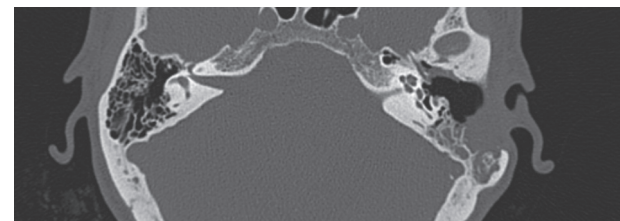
КТ левой височной кости пациентки через 6 месяцев после проведения оперативного вмешательства. Дефект костной стенки средней черепной ямки закрыт, частичный титановый протез не смещен, патологическое отделяемое не определяется
